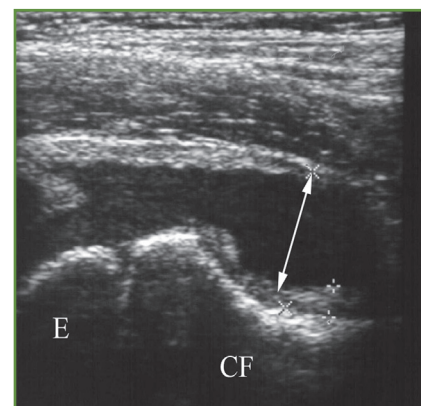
Aspect échographique d'un épanchement articulaire de la hanche dans le cas d'une synovite aiguë transitoire. E: épiphyse fémorale; CF: col fémoral. La double flèche permet de mesurer l'importance de l'épanchement.
